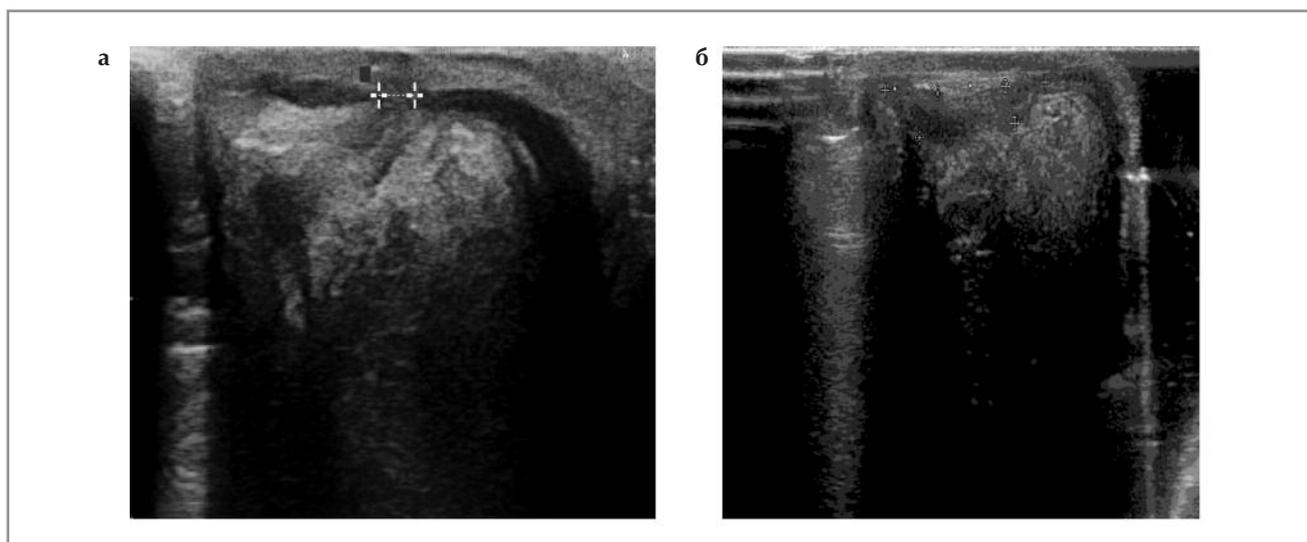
(а, б). Динамика трансректального УЗИ пациентки К., 32 лет, и/б 173/15, и/б 1239/16. Диагноз: БК в форме илеоколита. Периаанальные поражения: задний интрасфинктерный свищ.
